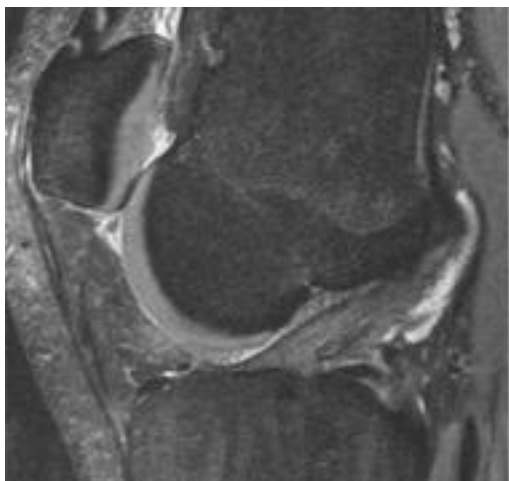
МР-томограмма коленного сустава в режиме PD FS в сагиттальной плоскости у спортсмена 19 лет. Умеренное диффузное повышение МР-сигнала от передней крестообразной связки (белая стрелка).
